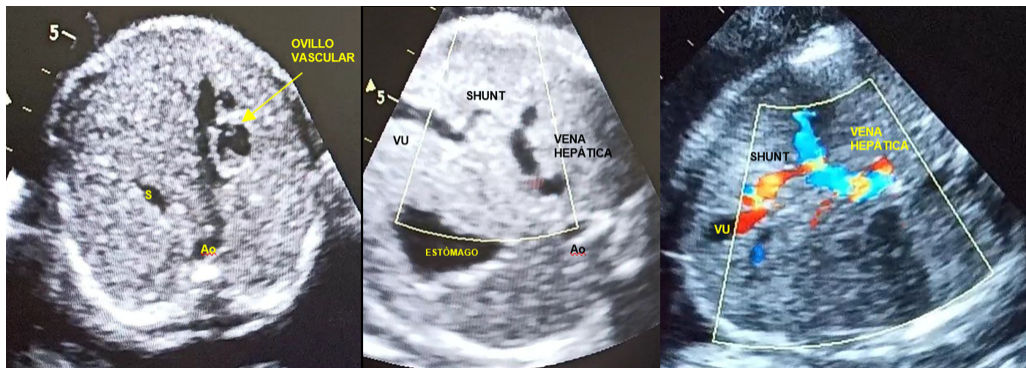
Evaluación ultrasonográfica a las 30 semanas. Corte axial de abdomen fetal, se observa imagen anecoica correspondiente con cámara gástrica. Trayecto intrahepático de vena umbilical izquierda. No se evidencia drenaje en seno portal. Se aprecia ovillo vascular paraumbilical intrahepático derecho. Presencia de comunicación entre vena umbilical y componente vascular de probable correspondencia hepática.
